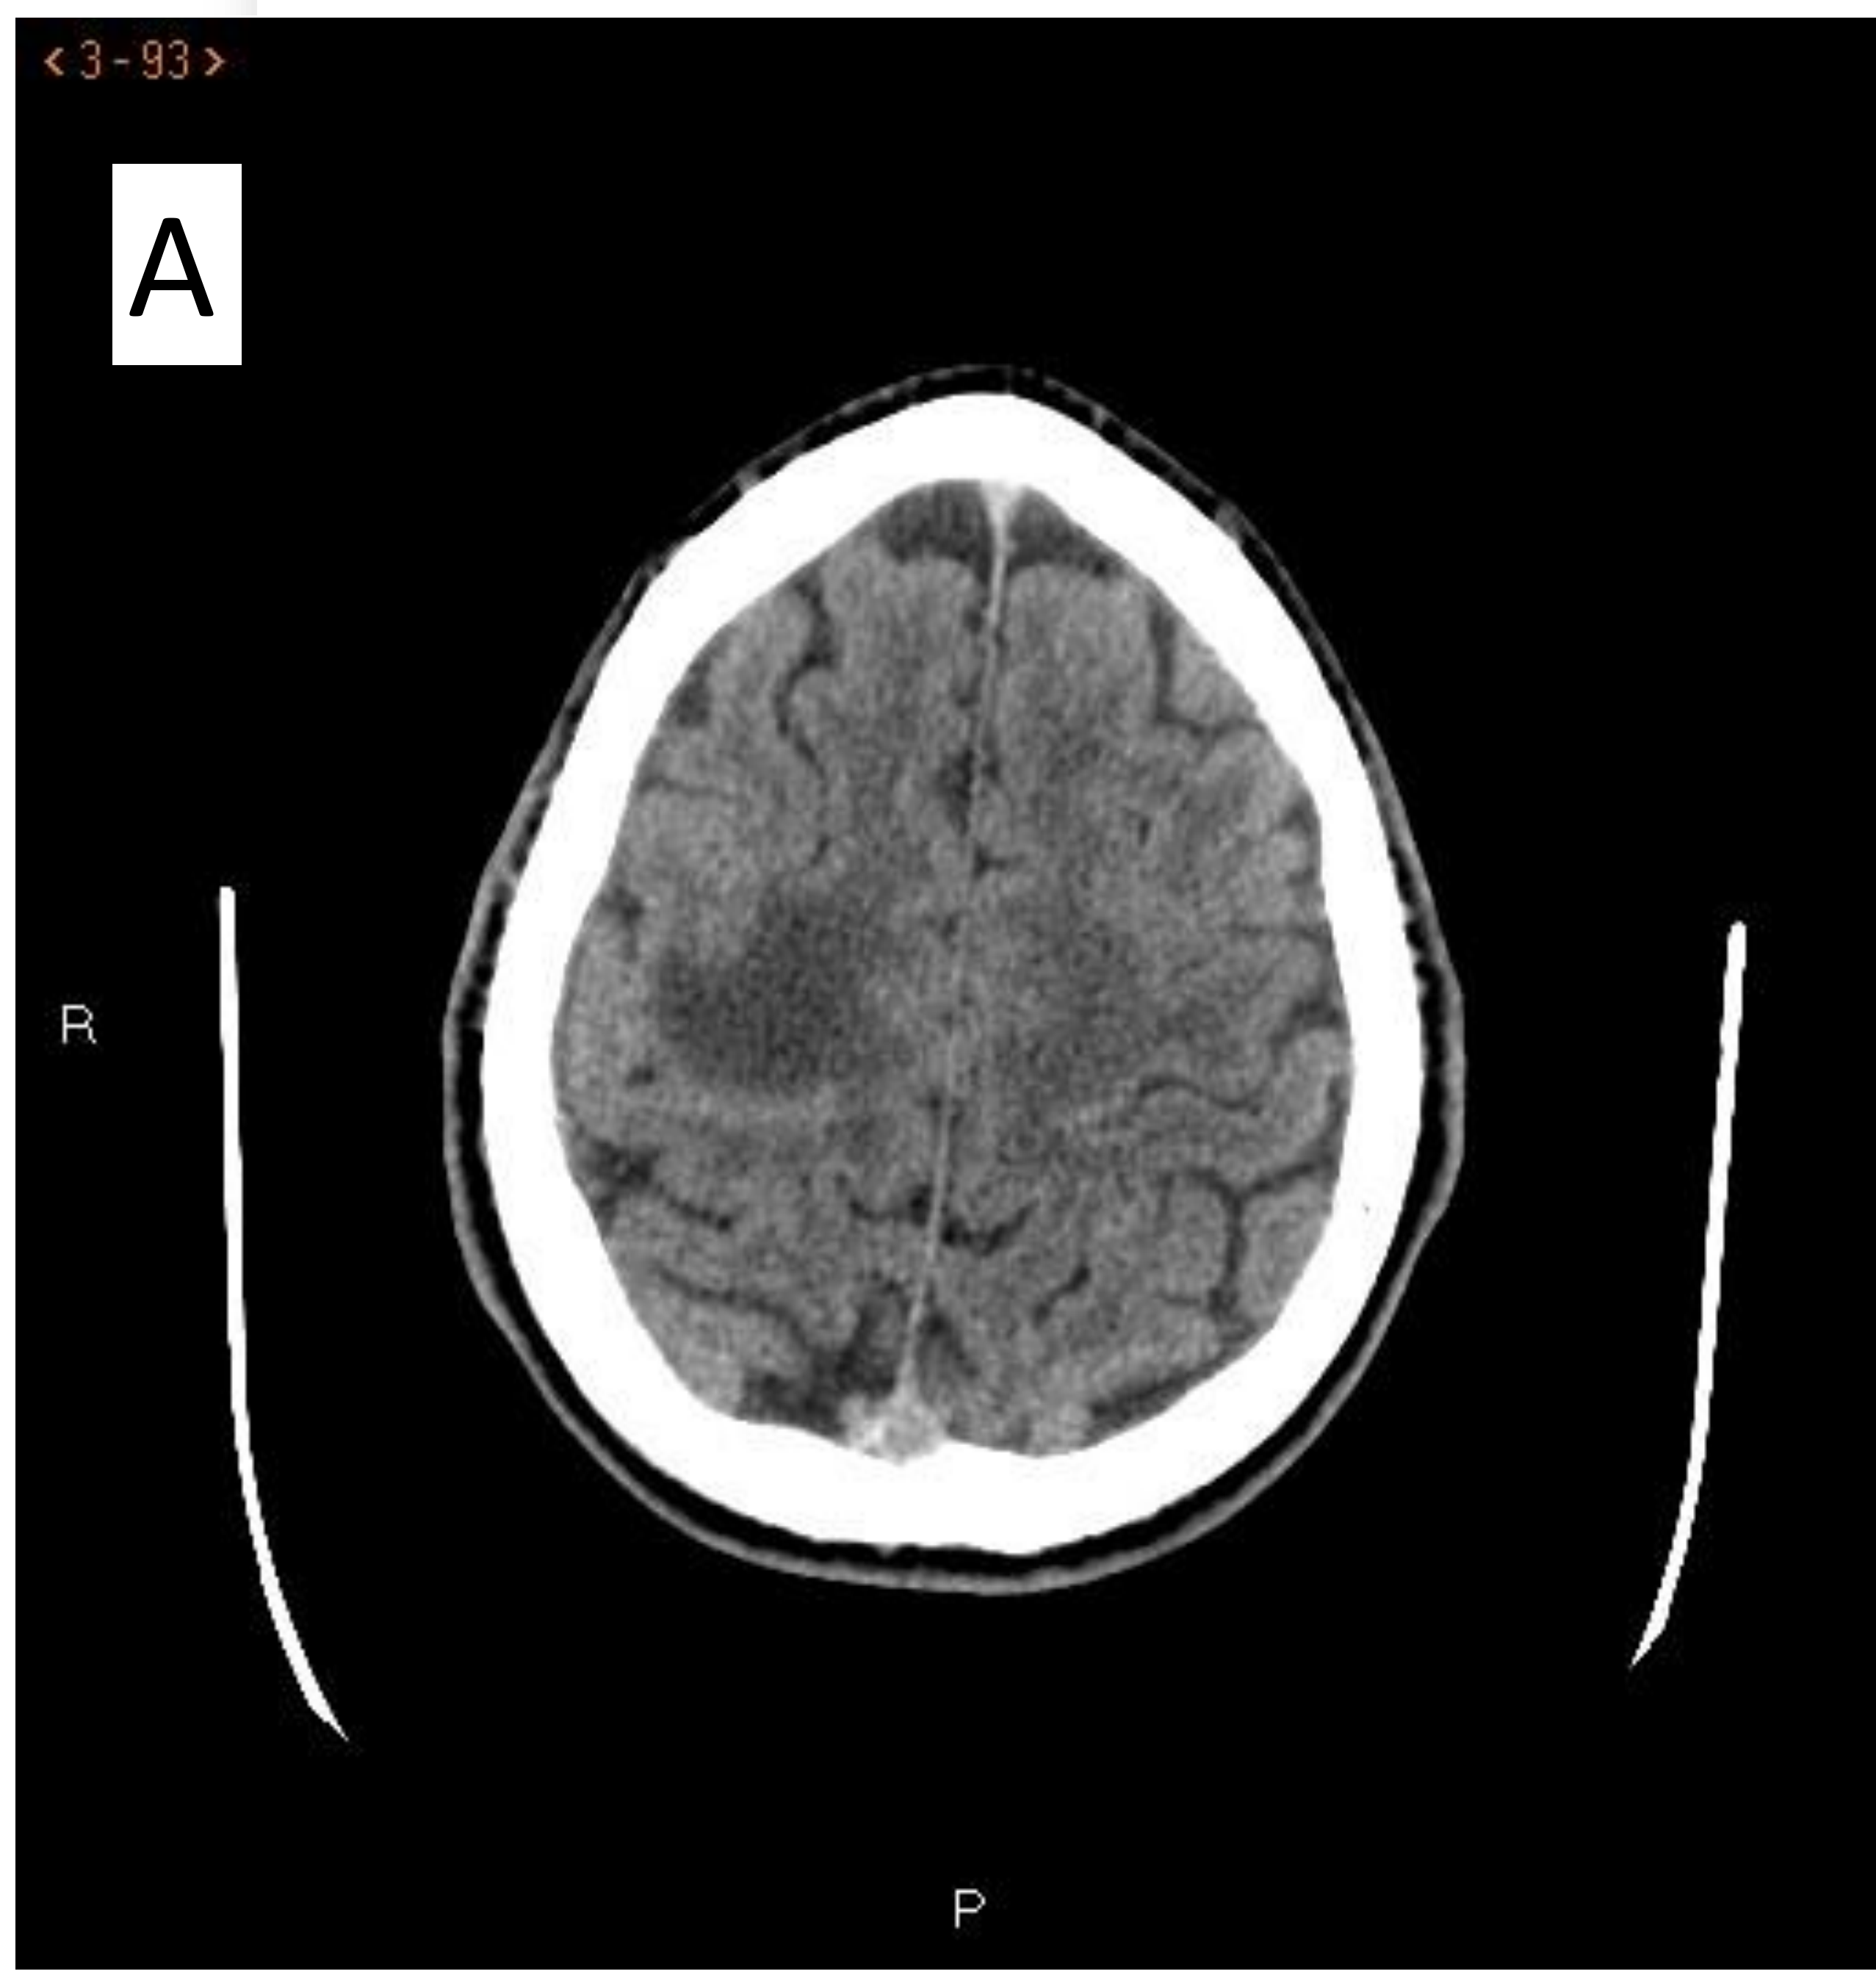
TC de cráneo sin contraste intravenoso (A). Radiografía posteroanterior de tórax (B). RM craneal axial FLAIR (C). Mapa ADC (D).
